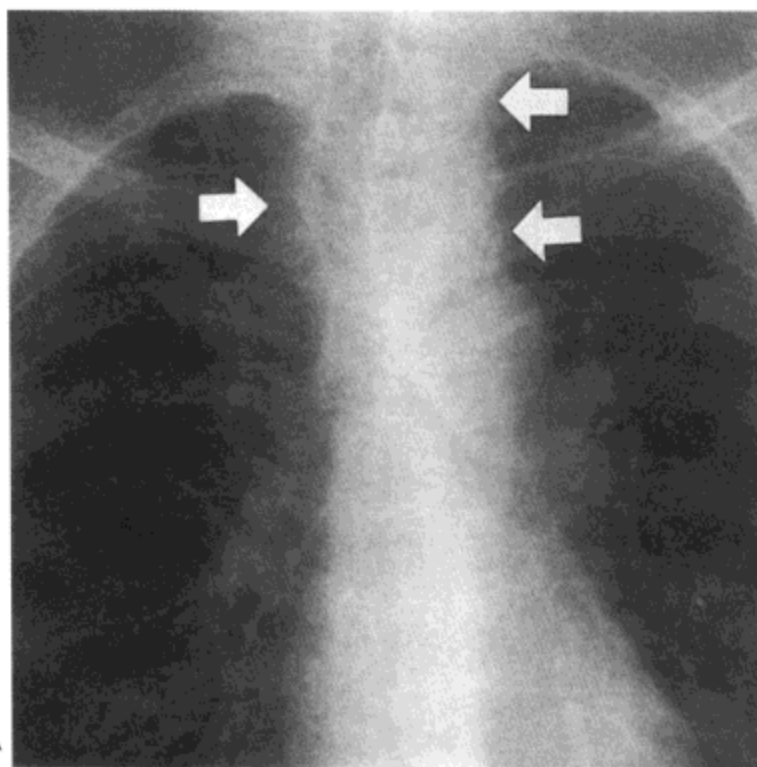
小细胞癌—淋巴结肿大。A：X 线胸片示双侧上纵隔增宽（箭号）伴气管右移。B：胸廓入口水平增强CT影像（层厚7mm）示左侧气管旁区明显的淋巴结肿大，伴气管与食道向右侧移位。
